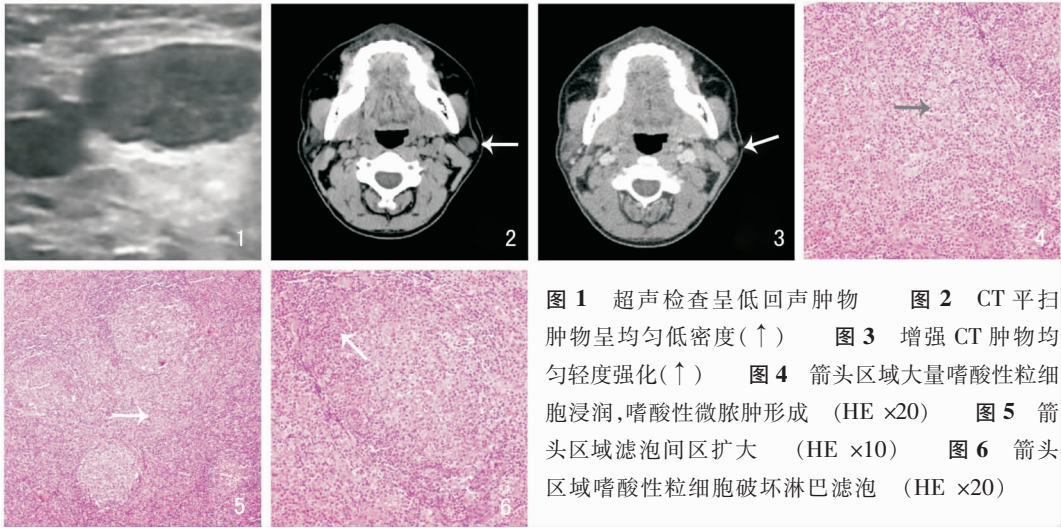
超声检查呈低回声肿物 图 2 CT 平扫肿物呈均匀低密度(↑) 图 3 增强 CT 肿物均匀轻度强化(↑) 图 4 箭头区域大量嗜酸性粒细胞浸润,嗜酸性微脓肿形成 (HE ×20) 图 5 箭头区域滤泡间区扩大 (HE ×10) 图 6 箭头区域嗜酸性粒细胞破坏淋巴滤泡 (HE ×20)
